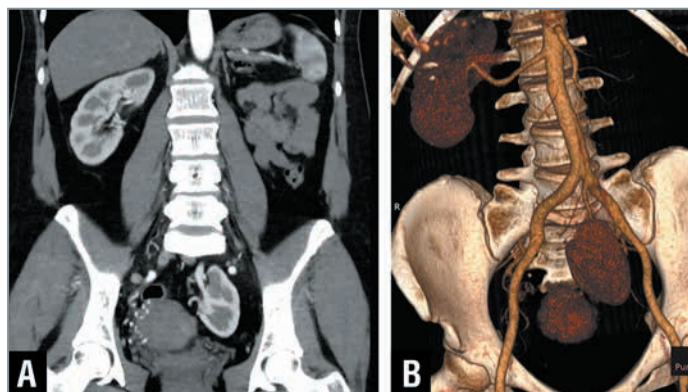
Пациентка П., 48 лет. Данные МСКТ органов брюшной полости в базовом режиме (А) и в режиме 3D-ангиографии (В).
